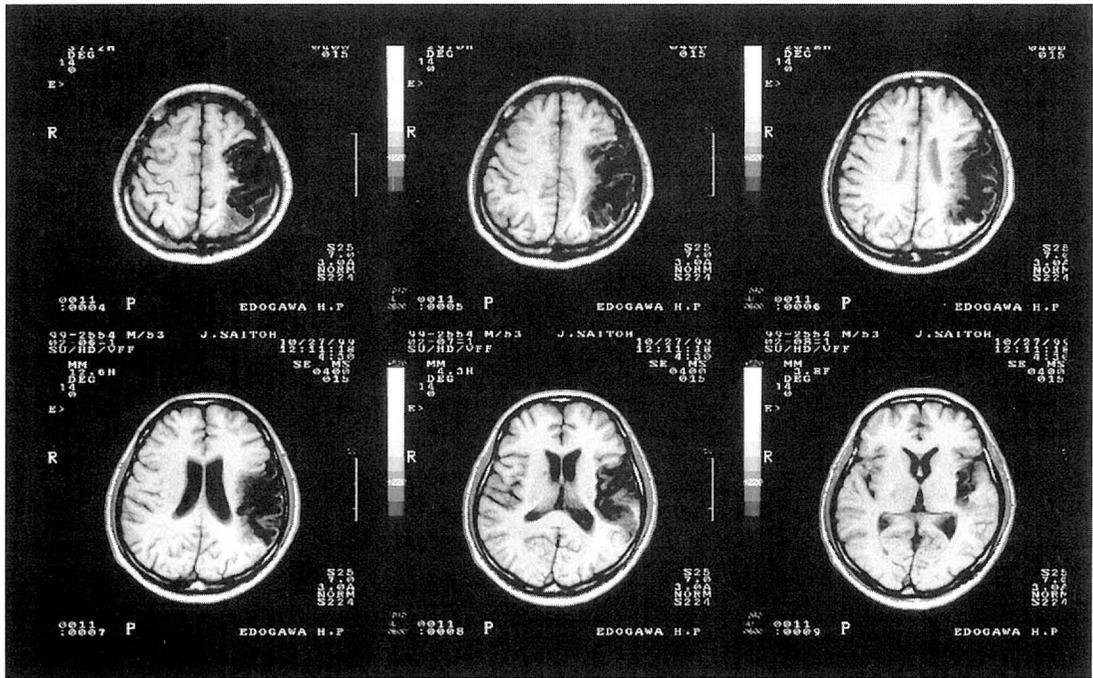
平成11年10月27日（発症後約6ヵ月時）の頭部MRI T1強調画像
